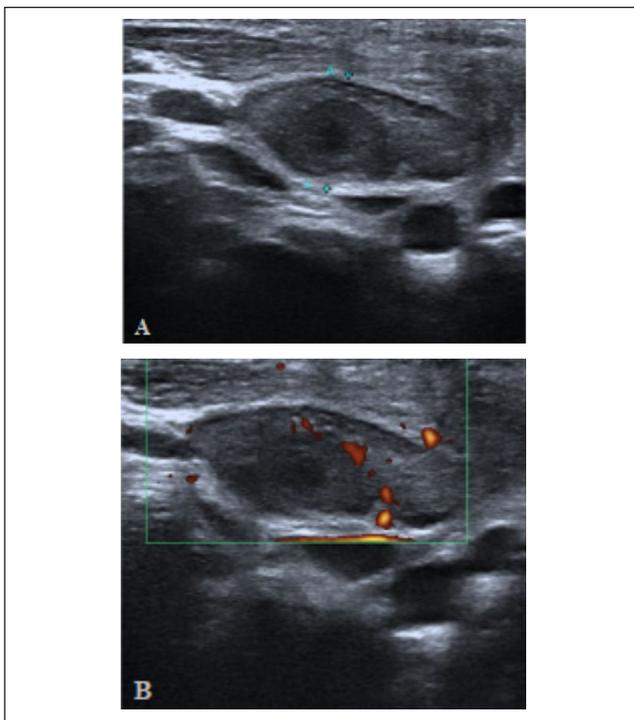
A) Ecografía cervical. Se visualiza ganglio linfático aumentado de tamaño en el nivel III del hemicuello derecho con lesión central hipocogénica compatible con lesión necrótica. B) Estudio ecográfico Doppler power. Se evidencia incremento de la vascularización a nivel periférico del foco de necrosis.
